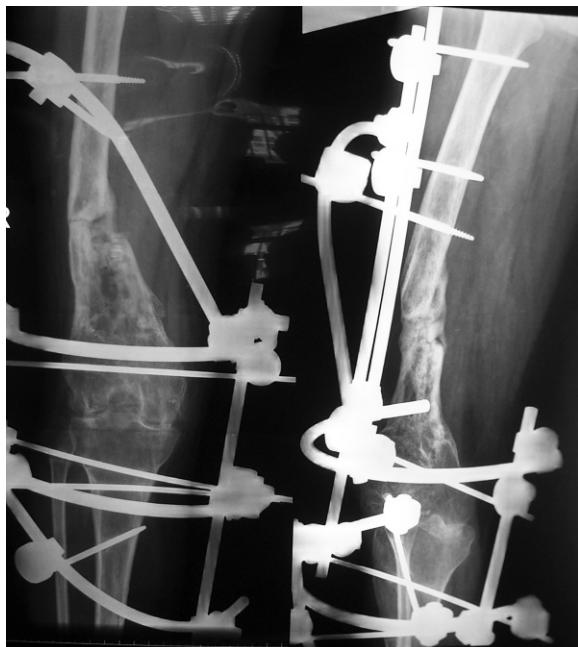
术后6月X线片：骨髓炎治愈，截骨处骨性修复，膝关节骨性融合；
